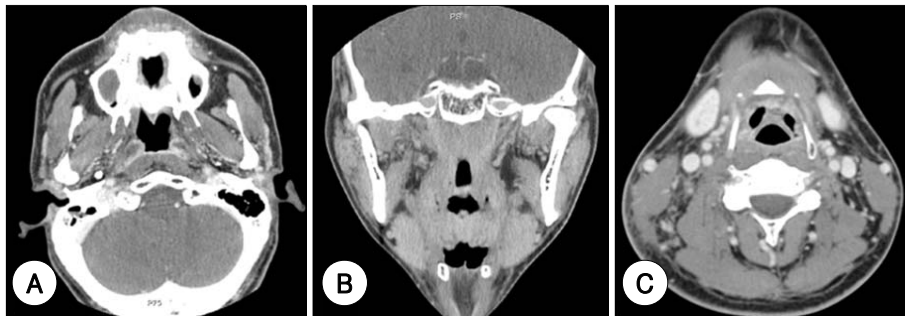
Neck CT with contrast : This shows right nasopharyngeal cancer without evidence of recurrence of nasopharyngeal cancer (A, C : axial view, B : coronal view).
